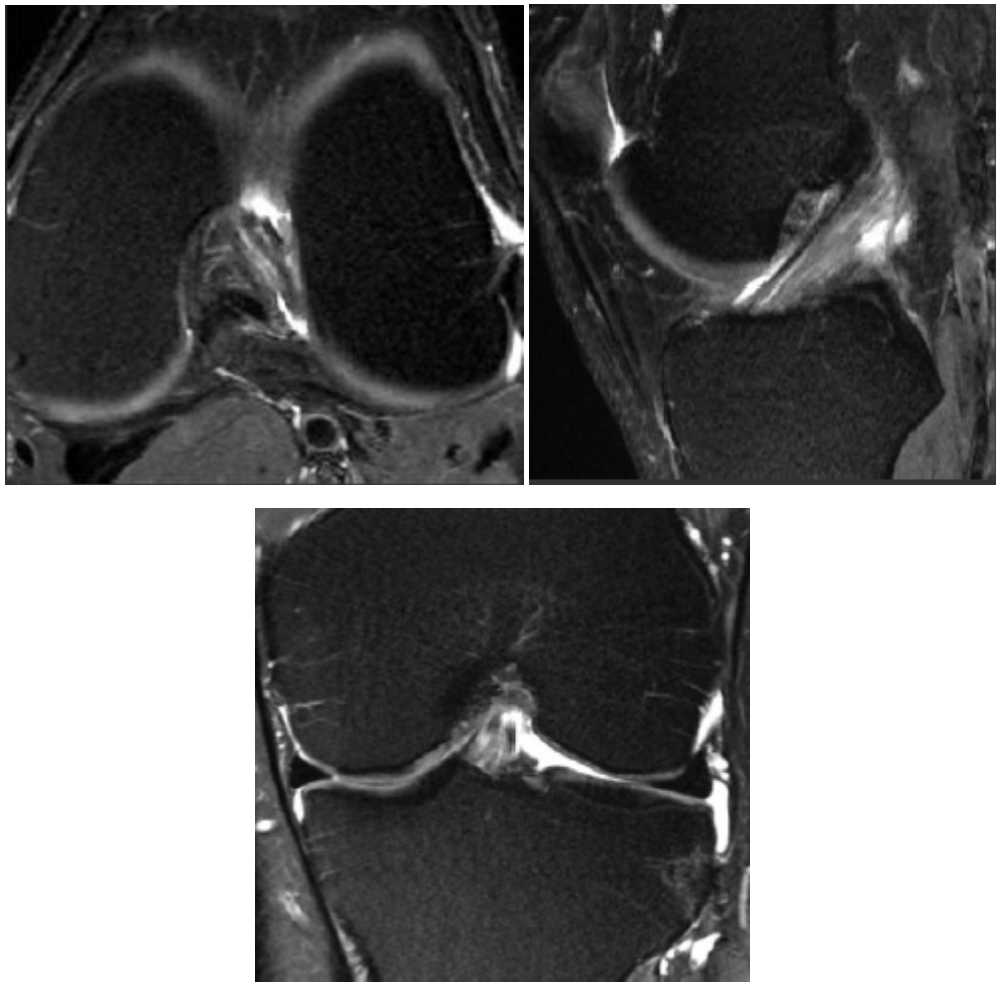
aspect normal du LCA sur l'IRM [13]
